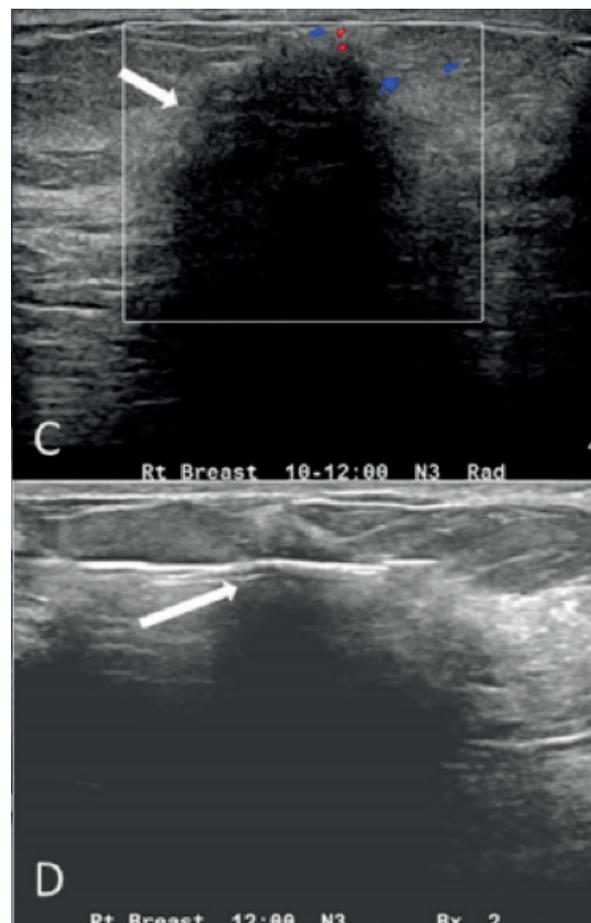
C. Masa hipoecoica irregular con sombra acústica posterior y Doppler periférico Br V. D. Biopsia guiada por ecografía cuyo hallazgo anatomopatológico fue mastopatía diabética.³³
